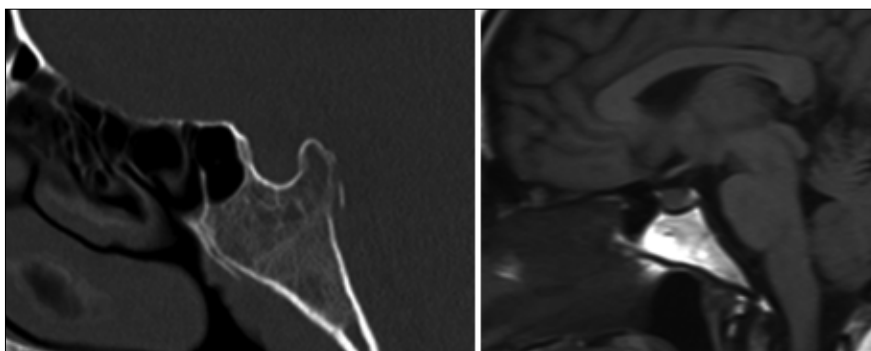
Neumatización preselar: TC (izquierda) y en t1 de RM (derecha).
